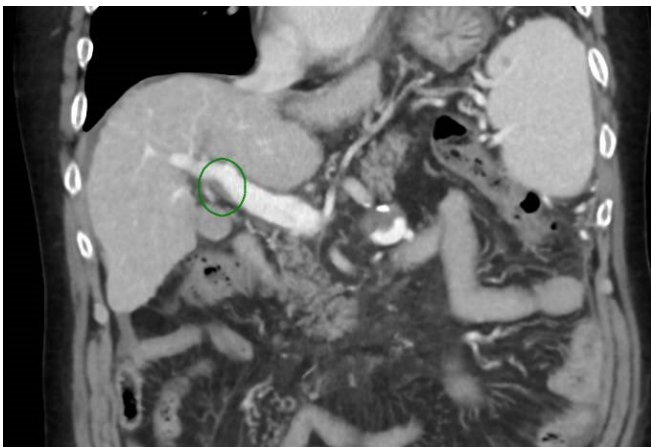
Corte coronal de TC donde se evidencia presencia de trombosis parcial de la porta, así como algunas colaterales periesplénicas.
